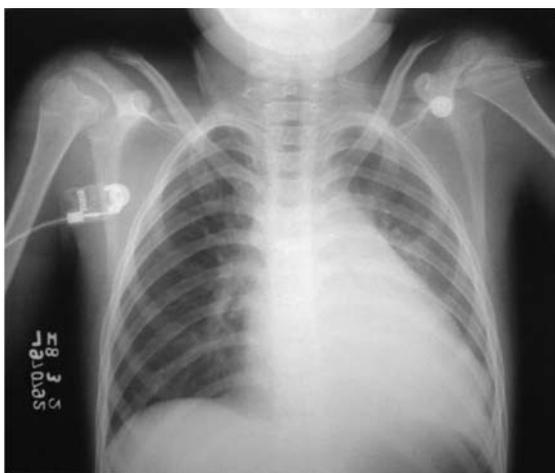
Radiografía de Torax.
